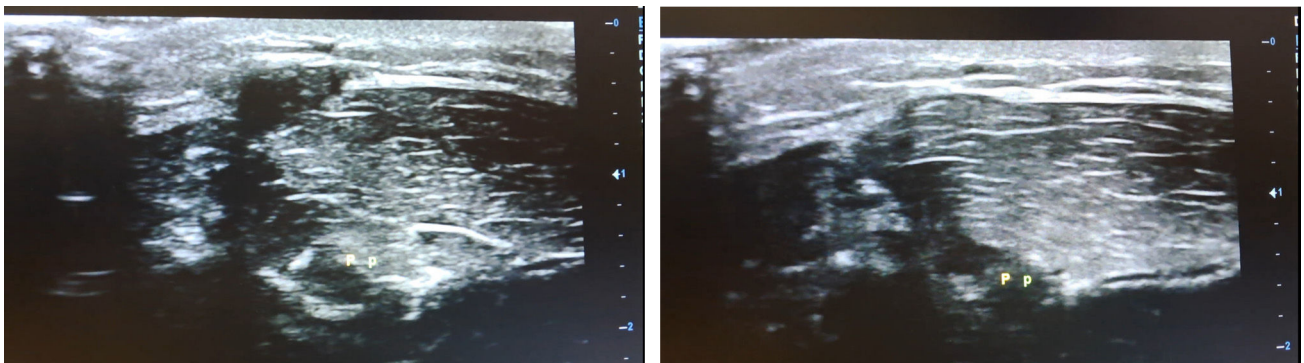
Ecografía. A la derecha con musculatura en reposo y a la izquierda con musculatura contraída.
